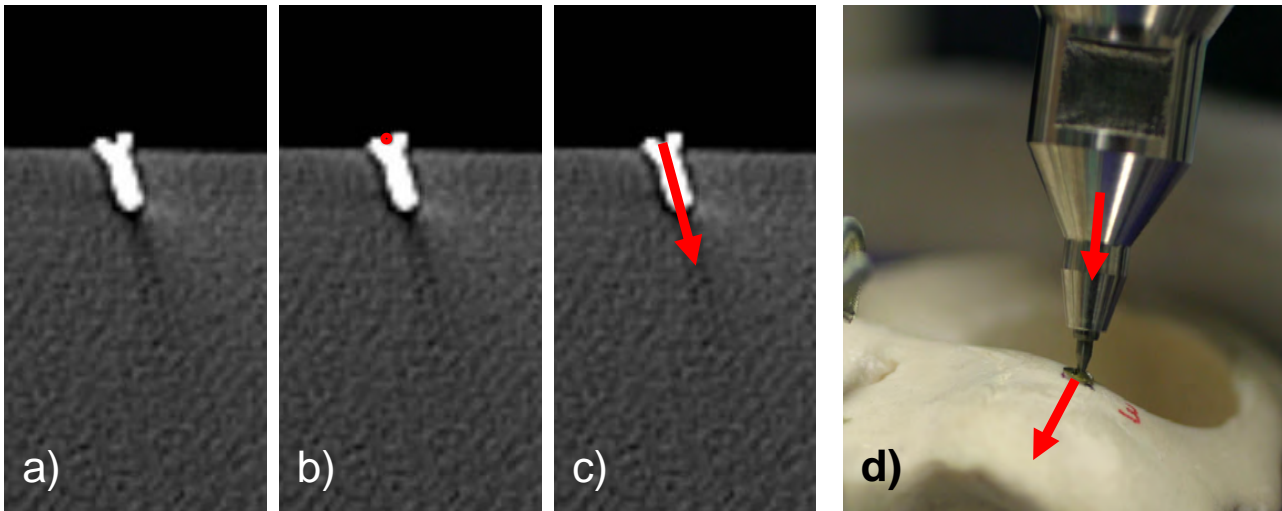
Implantierte Titanminischraube in CT-Bilddaten und im Plastikschiadel. Die ersten drei Bilder zeigen eine CT-Schicht mit b) der Punktauswahl für die Registrierung und c) der zusätzlichen Richtungsauswahl. In d) ist das konventionelle Antasten einer Schraube gezeigt, bei dem die Richtungsinformation von Schraubachse und Messspitze der Navigation verloren geht.
